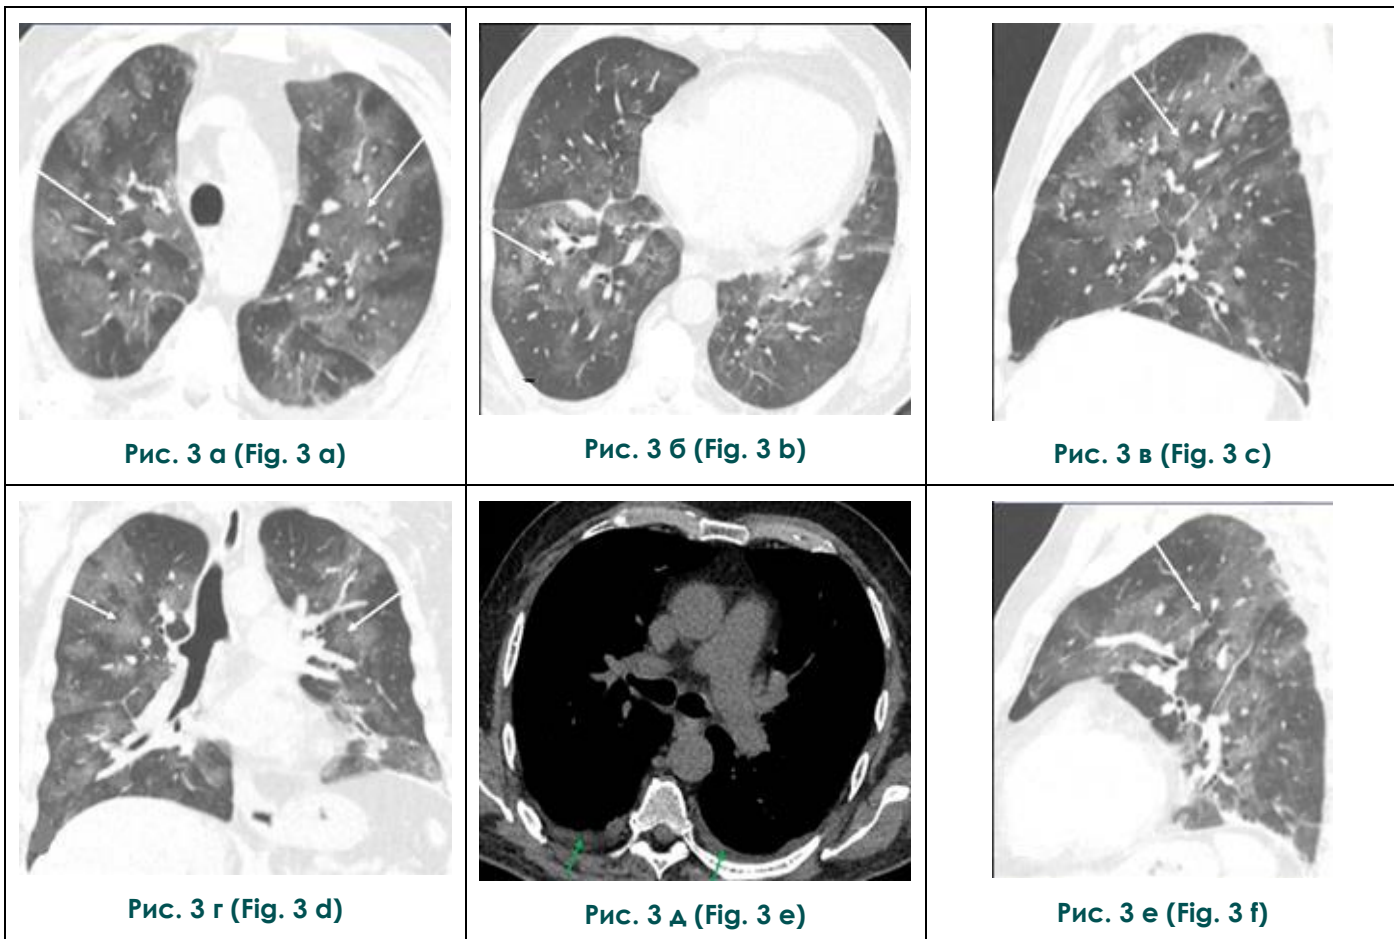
КТ ОГК №3 (от 20.04.2020 г.) в аксиальной (а, б, д), сагиттальной (в, е) и фронтальной (г) плоскостях, в легочном (а, б, в, г, е) и мягкотканном (д) режимах.
